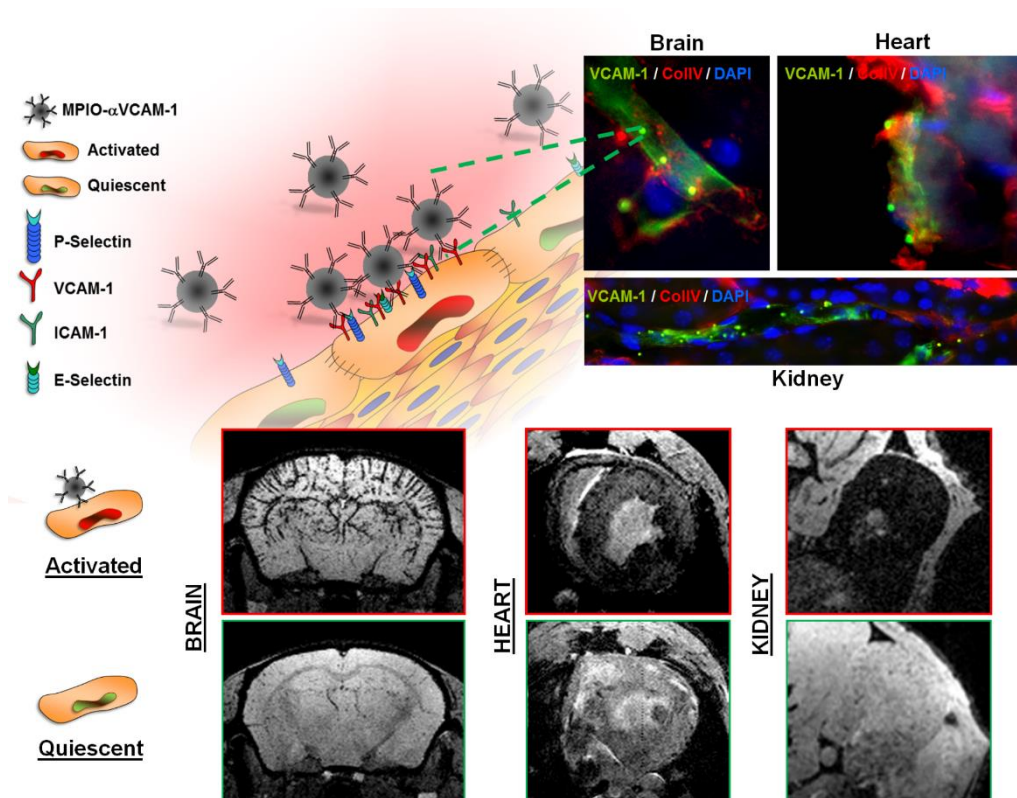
Imagerie moléculaire de l'activation endothéliale par IRM.
